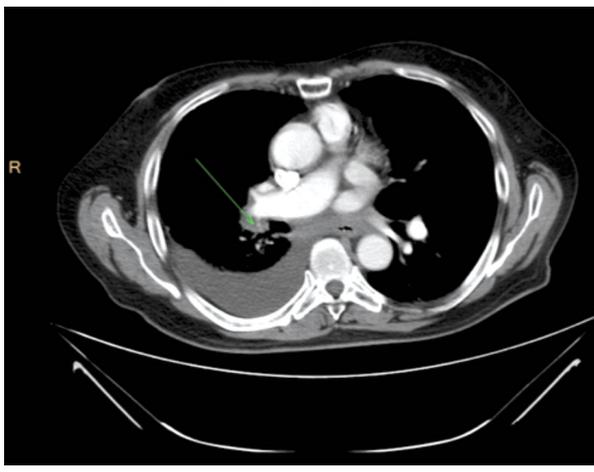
Пациент 1934 г. р. МСКТ органов грудной клетки, апрель 2020 г. (после 4 курсов ПХТ по схеме RB).
